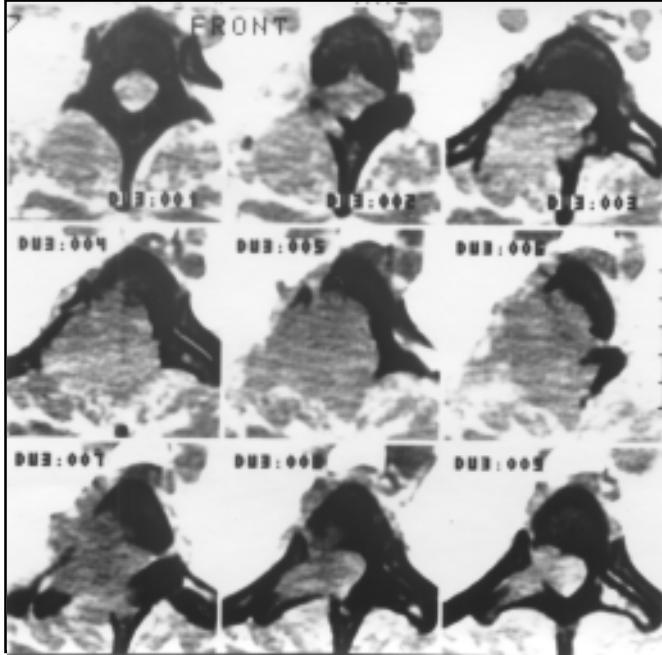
Спостереження хворої Т., 57 р. Комп'ютерні томограми (пояснення в тексті)
